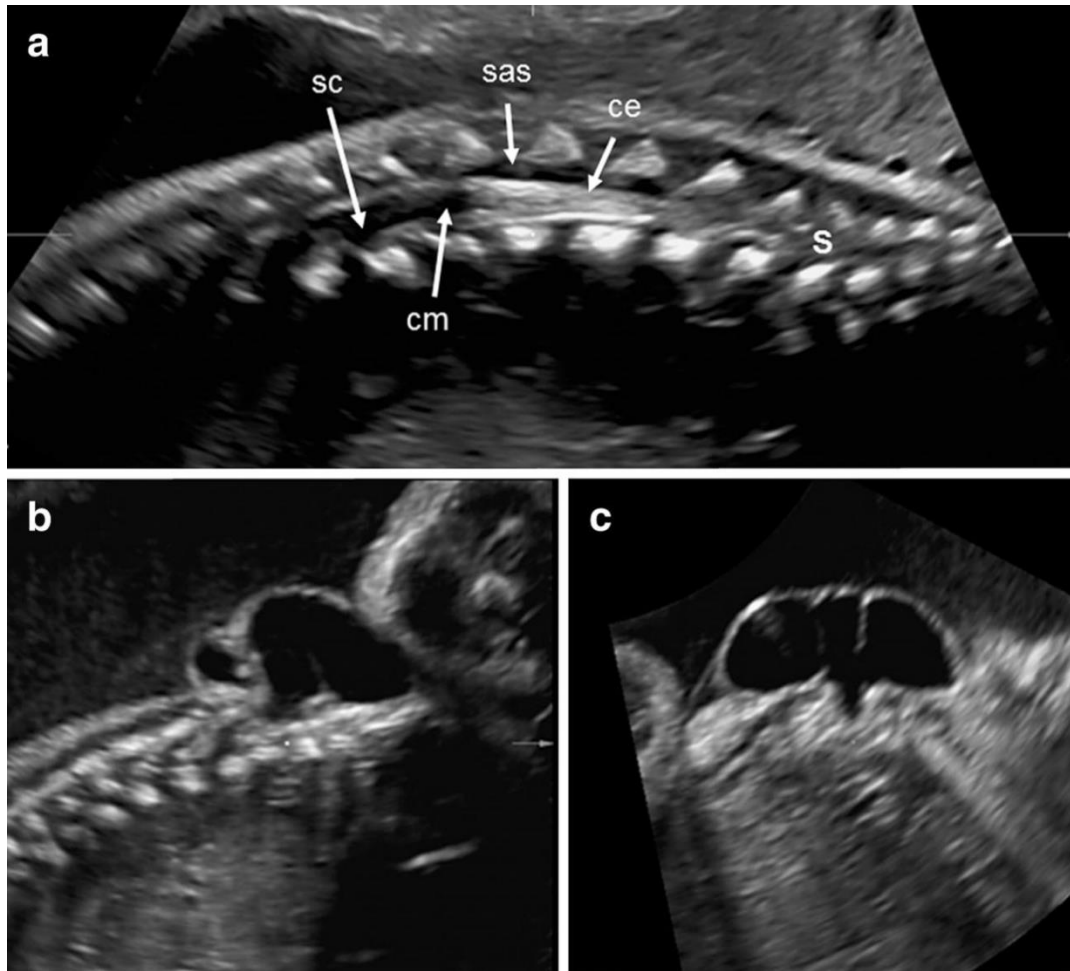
Ecografia da coluna fetal. Adaptada de Sepulveda et al.³⁴
